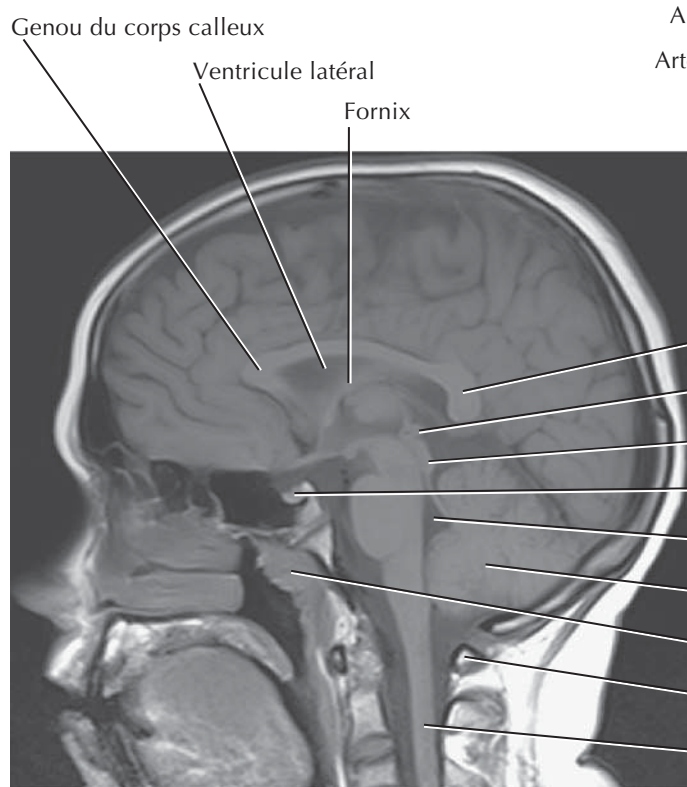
Imagerie crânienne (phlébo-IRM et artério-IRM)
